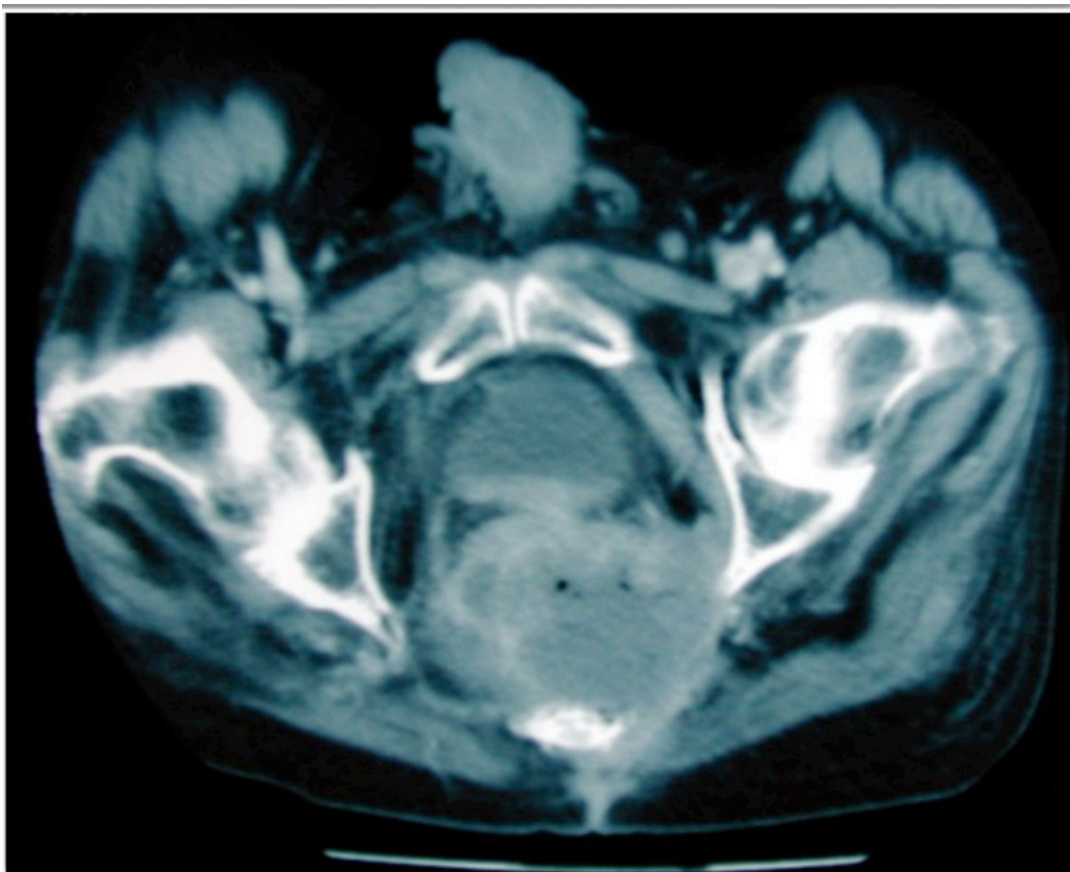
Imagen axial de TC de pelvis con lesión que ocupa la luz y se extiende a los tejidos colindantes alcanzando el espacio presacro. Esta imagen también pertenece a un paciente de la cohorte estudiada en el que se diagnosticó recidiva presacra con extensión a la anastomosis.
